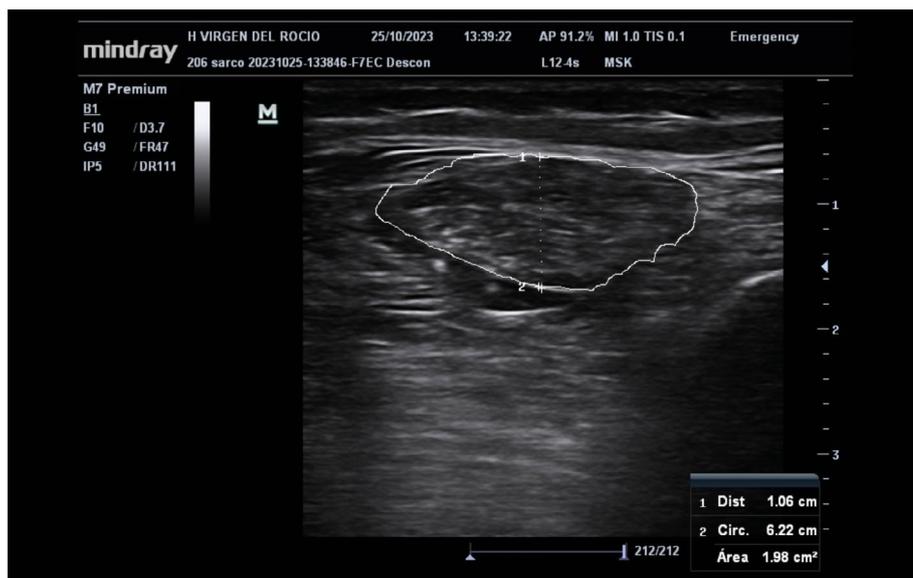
Ecografía del recto anterior: grosor recto anterior 1,06 cm, área de sección 1,98 cm
